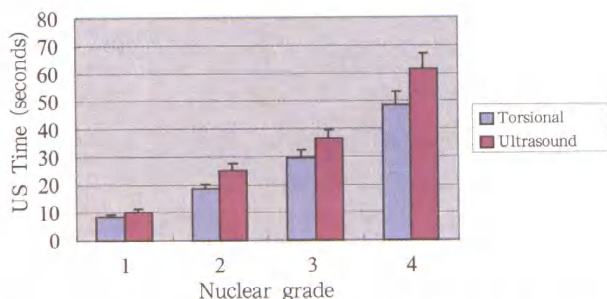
平均超声时间比较, 对每一硬度的核扭动模式组均较常规模式组所用的平均超声时间短
